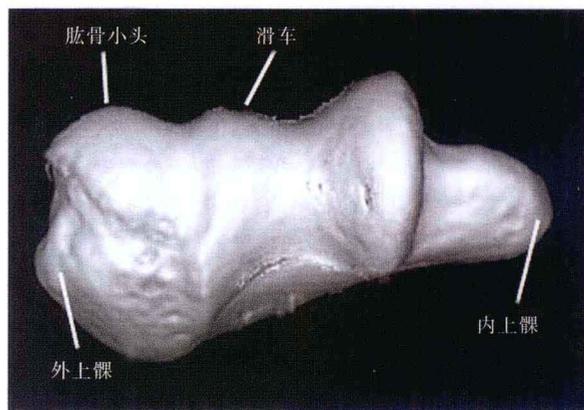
三维 CT 重建显示肘骨远端关节下面观的骨性标志。
